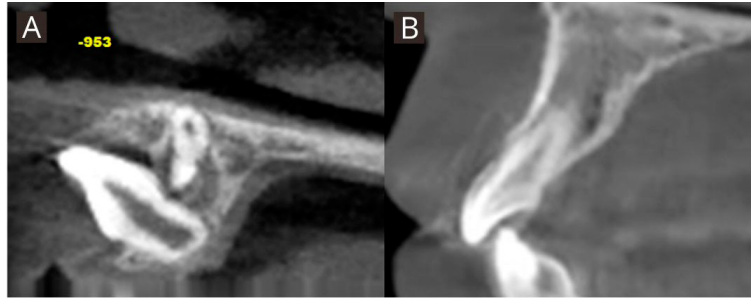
Imágenes tomográficas. A. Evaluación inicial de diente 21 en cbct, corte sagital. B. Evaluación final de diente 21 en cbct, corte sagital.
